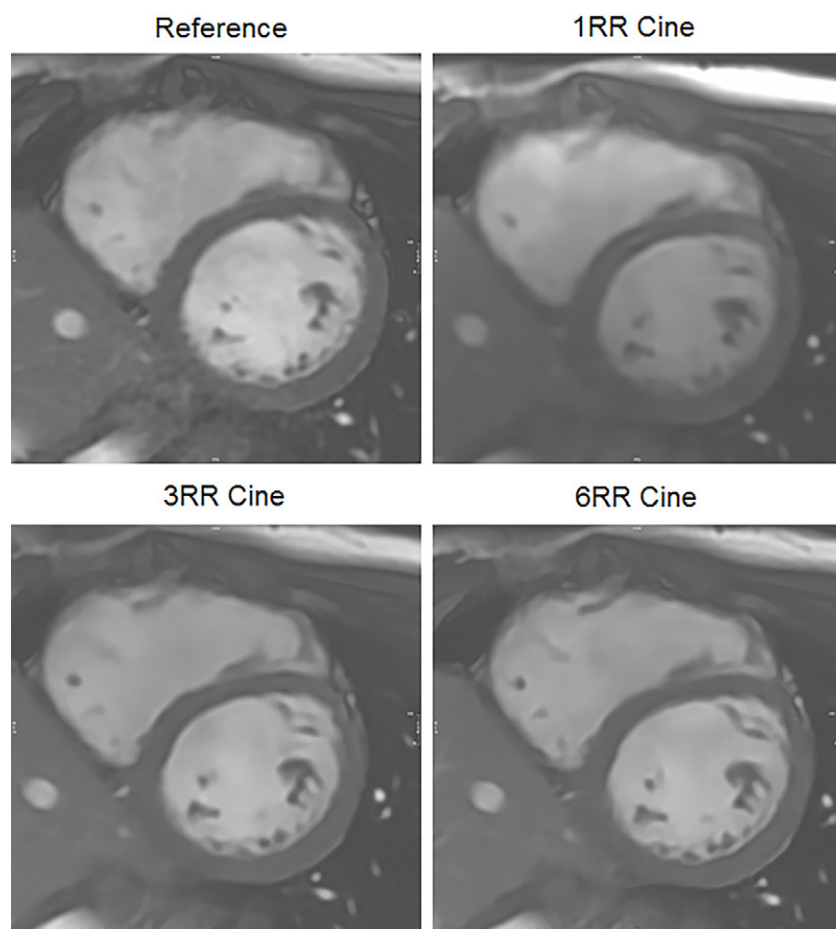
Image examples in a healthy volunteer (31-year-old male). Axial noncontrast cardiac MR images from reference cine sequence, one cardiac cycle (1RR) cine, three cardiac cycles (3RR) cine, and six cardiac cycles (6RR) cine are shown. Cine video files from this case are available as Movies 1–4.
